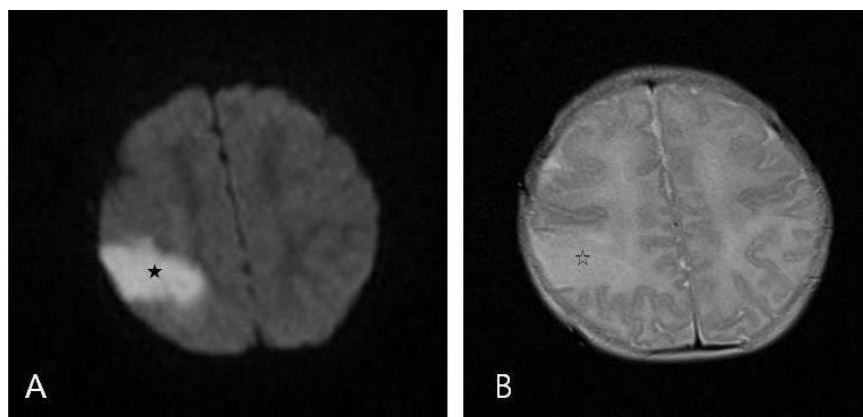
Brain MRI findings of patient. Diffusion-weighted image (A) and T2-weighted image (B) showed hyperintensity in the territory of right middle cerebral artery (asterisk).
